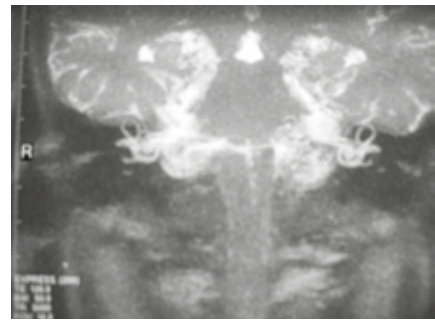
RM encefalo: si evidenziano la coclea e i canali semicircolari
